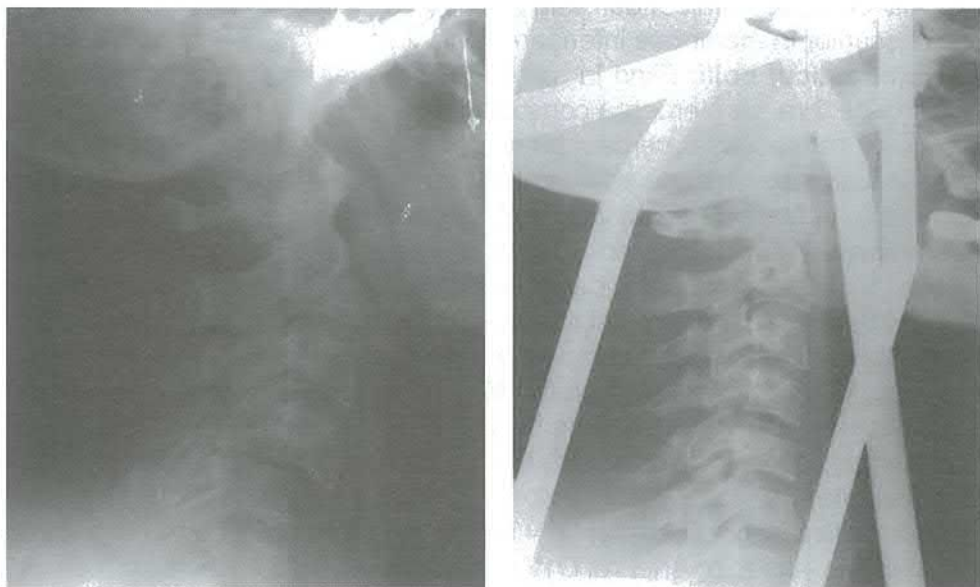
Pacientul K. Radiografia Nr.7946. Examenul radiologic al coloanei cervicale: luxația vertebrei C IV anterior cu 2/3 de corp și fractura arcului vertebral
